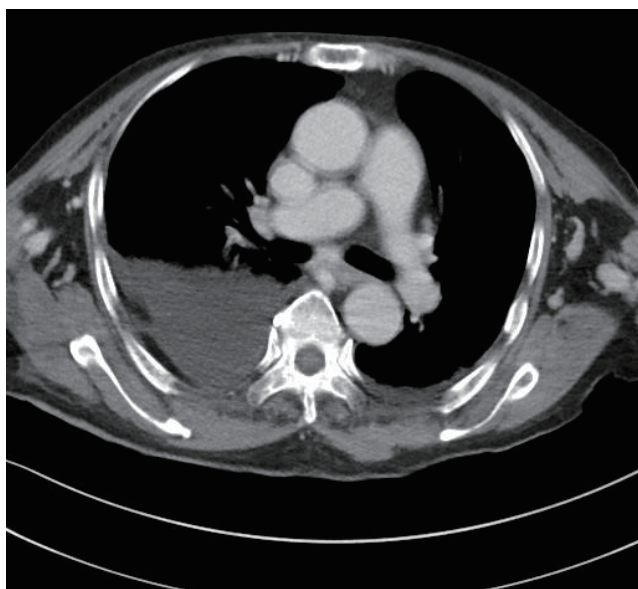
Chest computed tomography shows pleural effusion.
